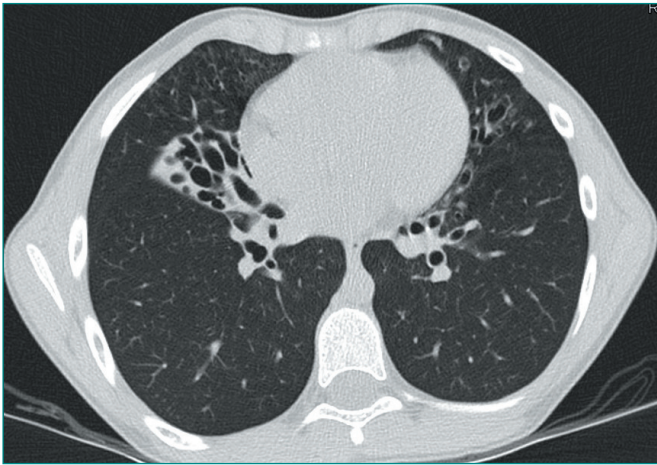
TC del torace ad alta risoluzione (HRCT).
